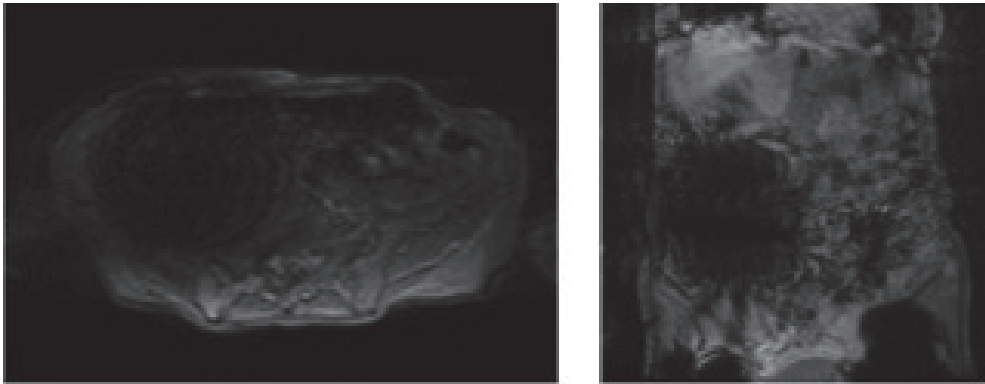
腹部MRI Locator 画像(左から順に水平断, 冠状断), 右腹部にアーチファクトによる画像欠損を認める.
